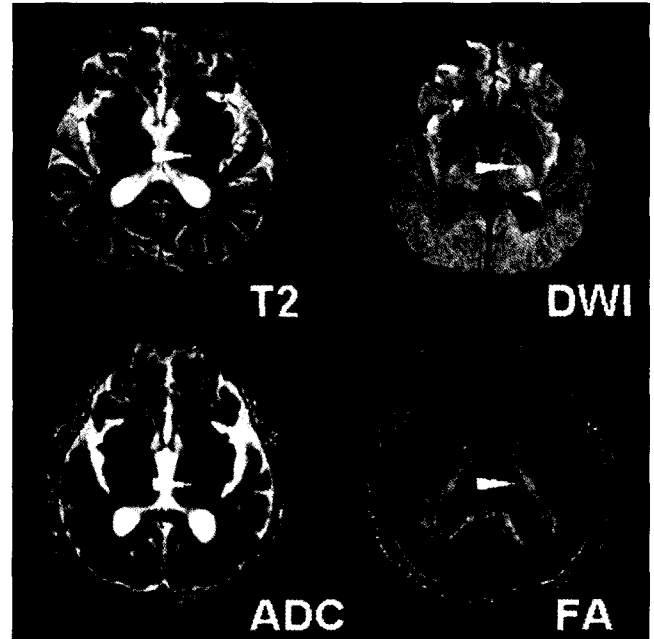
A 70-year-old male with multiple infarctions. Left thalamic lesion (arrowheads) is difficult to determine the exact location on T2 and DWI. Fractional anisotropy (FA) map shows clear differentiation between internal capsule and deep gray matter by their differences of FA. Small low anisotropic lesion is demonstrated in left thalamus while internal capsule is intact.
